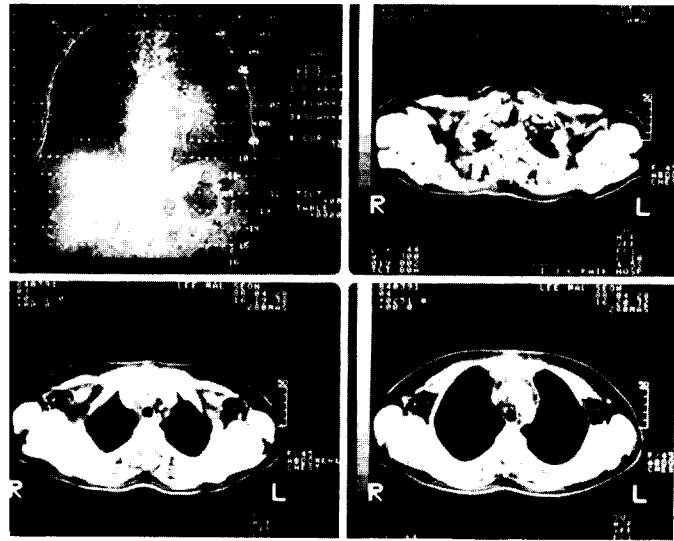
Postoperative chest & abdominal computed tomography for evaluation of metastatic focus. No evidence of primary or metastatic tumor shadow.
